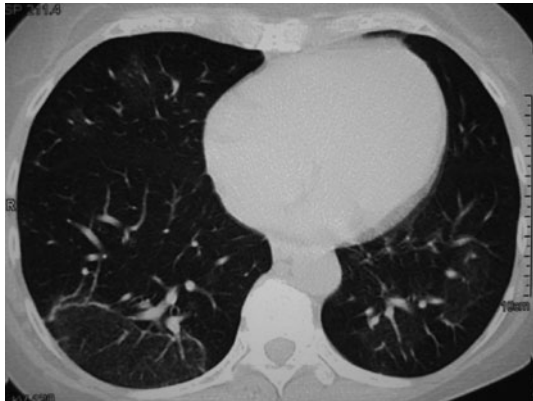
Chest CT after stopped taking health food showed almost complete resolution of the abnormal shadows seen on admission.
